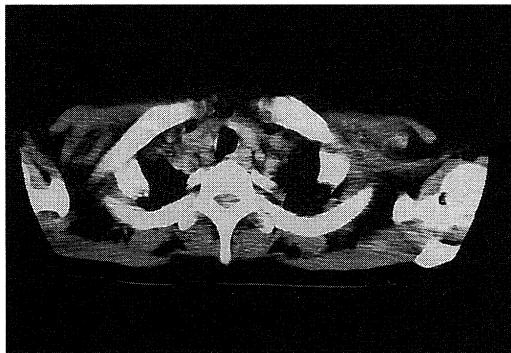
CT demonstrates free air in the subcutaneous soft tissue(↑)3
